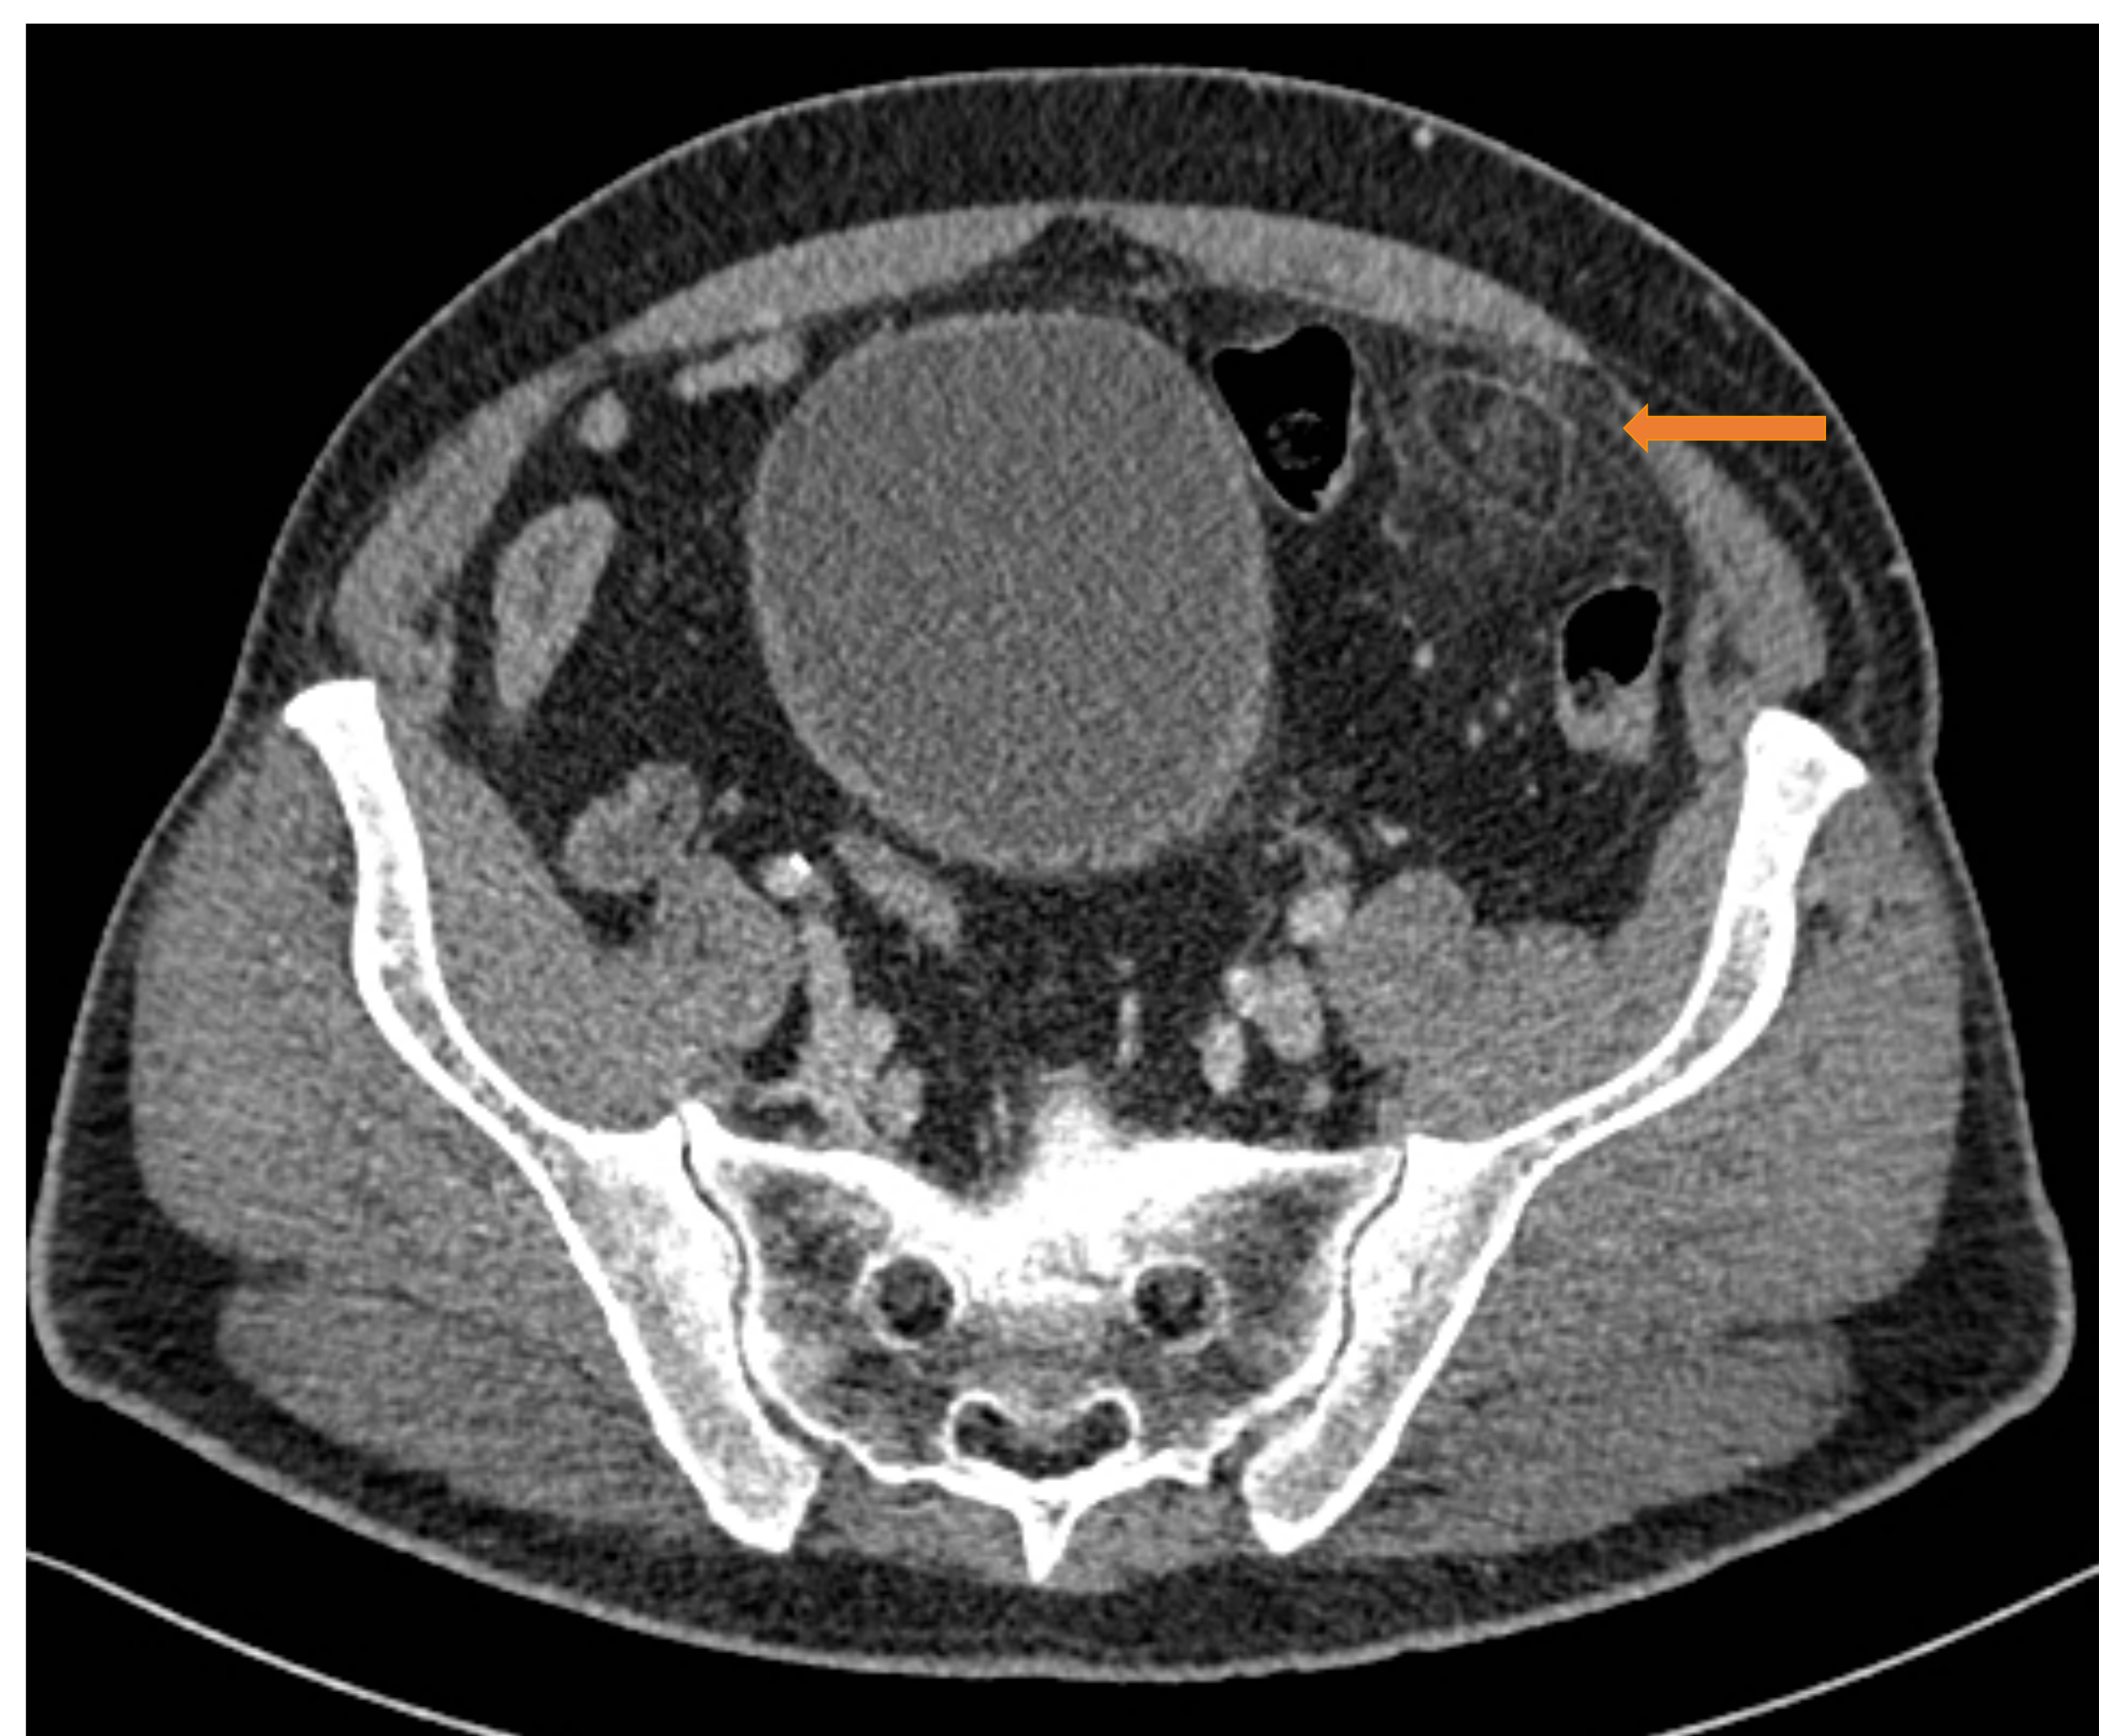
(coronal), 14 (sagittal) y 15 (axial). TC abdomino-pélvica con CIV. Imagen de atenuación grasa y morfología ovalada, adyacente al borde antimesentérico del sigma proximal, con borde hipertenso y estriación de la grasa circundante. Hallazgos compatibles con apendagitis epiploica.
